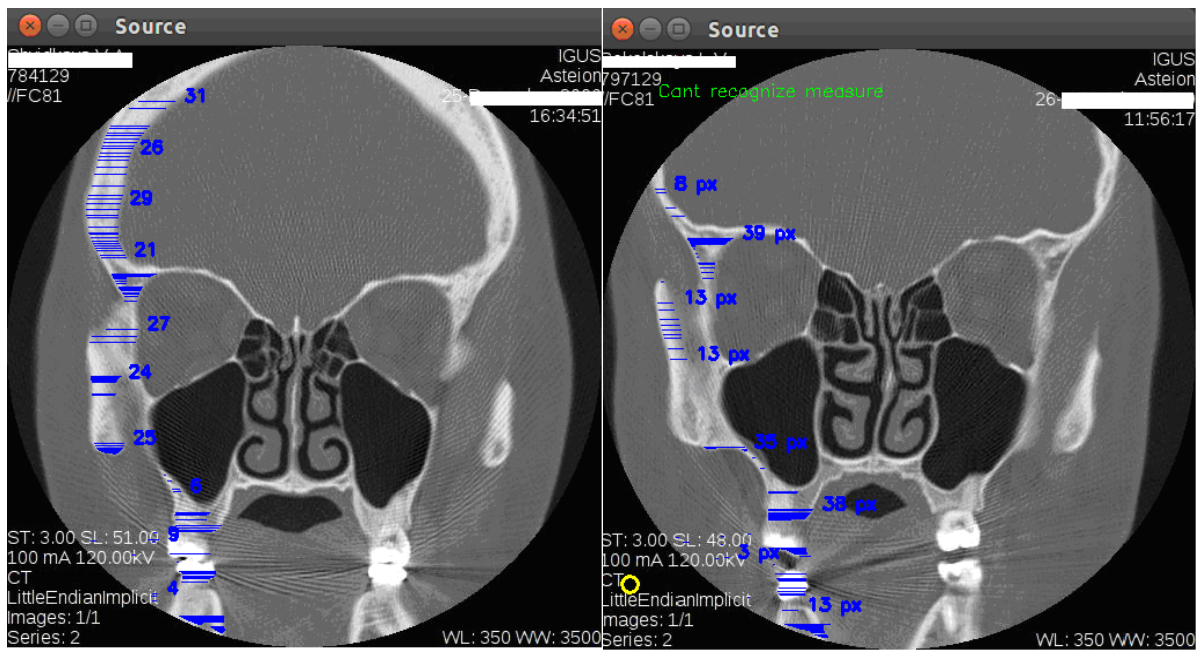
Етапи автоматичного вимірювання товщини кістки. СКТ. Коронарна реконструкція. Перший етап та другий етап підрахунку: відмежування за яскравістю м'яких тканин від кісток з наступним усуненням шумів.
